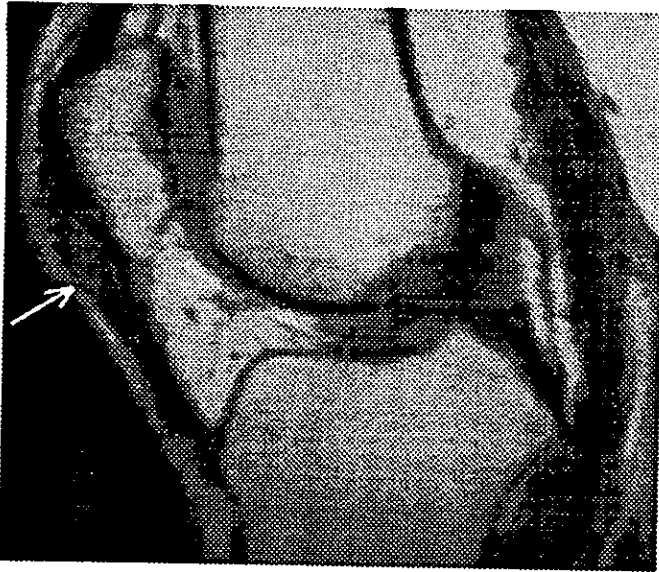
IRM Spin Eco en Sagital T1 con Tiempo de Relajación 600 Tiempo de Eco 15 que muestra Ruptura Intramural del Tendon Patelar en su Inserción Rotuliana. Derrame Infrapatelar y en Receso Medial.
